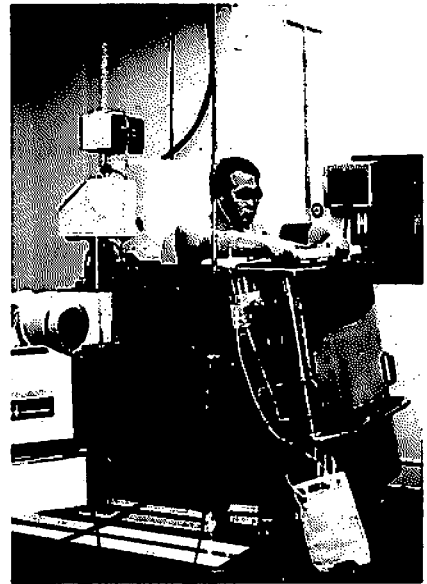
Microexplosive extracorporeal lithotripter (SZ-1, Yachiyoda). A patient was seated in the water-tub and shock waves were generated from back side. A stone was targeted by using a C-arm X-ray TV.
